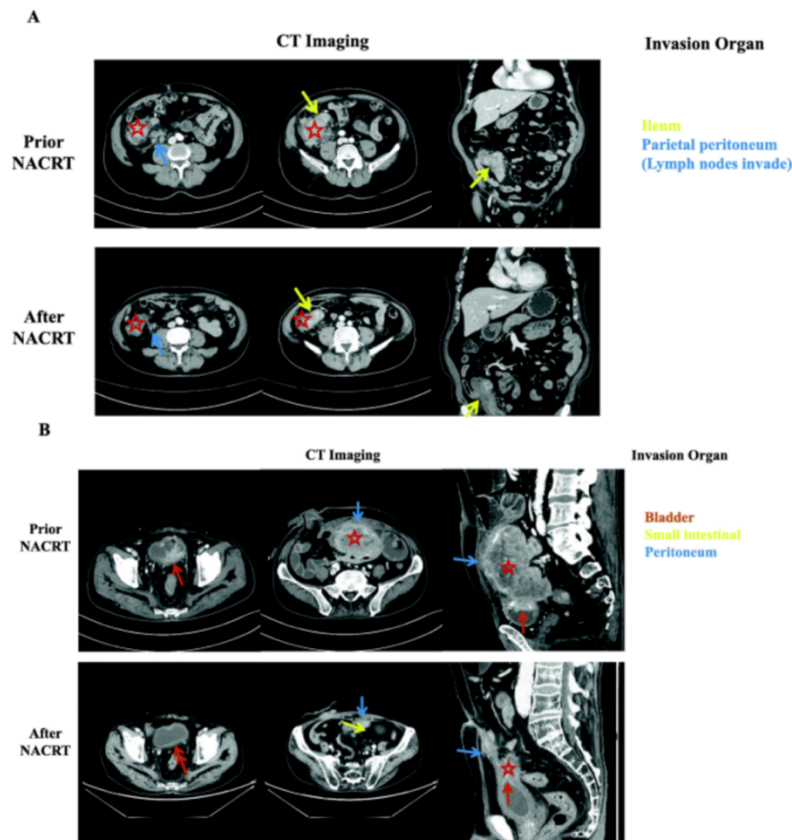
TAC de los pacientes antes y después de recibir la terapia neoadyuvante con quimioradioterapia en el estudio.¹⁸
